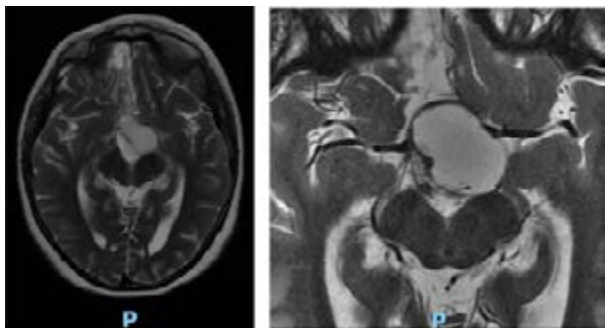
Resonancia magnética nuclear potenciadas en T2 corte axial con contraste (preoperatorio).
